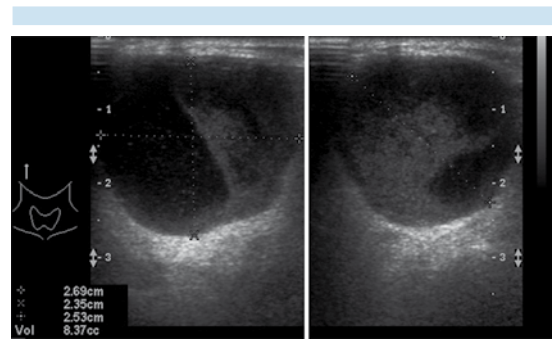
Ultrasonido en escala de grises que muestra lesión hipoeoica con producción de reforzamiento sónico en correlación con adenoma pleomorfo de parótida izquierda.
